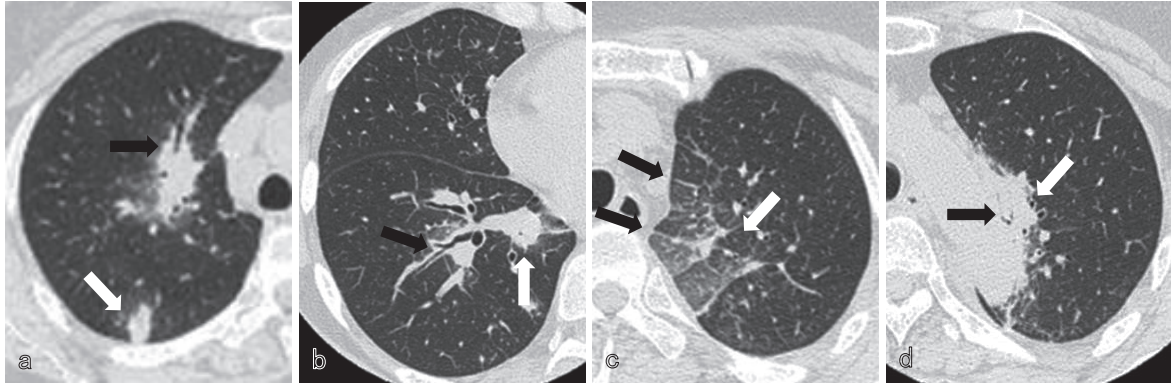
多彩な所見を呈した自己免疫性肺炎症例の胸部CT (自験例)
